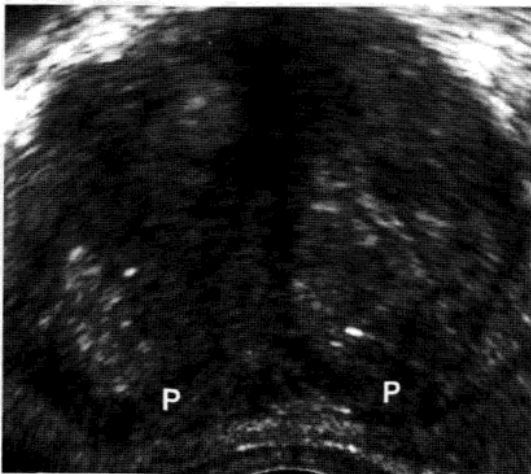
良性前列腺肥大。77 岁男性患者有血清前列腺特异抗原增高史和血尿史。轴向经直肠黑白超声显示明显增大的前列腺和中央腺体同时伴有轻微的周边区的压迫(P)对应良性前列腺肥大。
